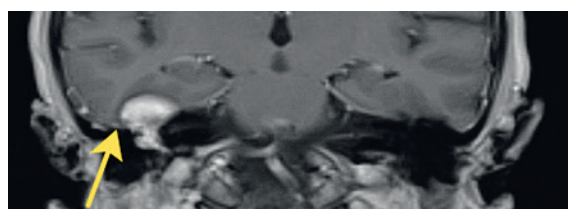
(В). МРТ правой барабанной полости T1-ВИ в коронарной плоскости
